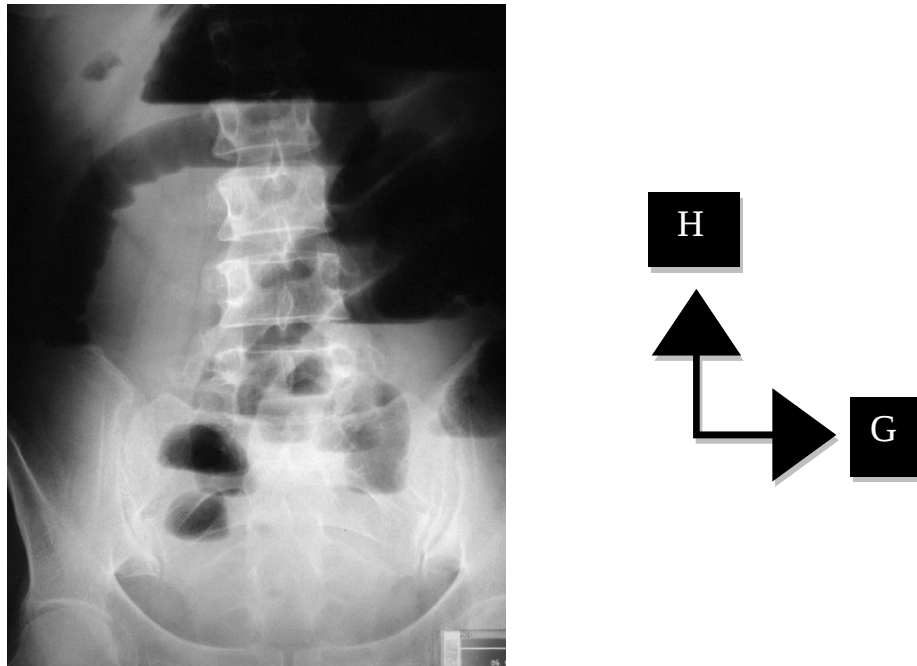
Aspect radiographique d'un pneumopéritoine. [38]
